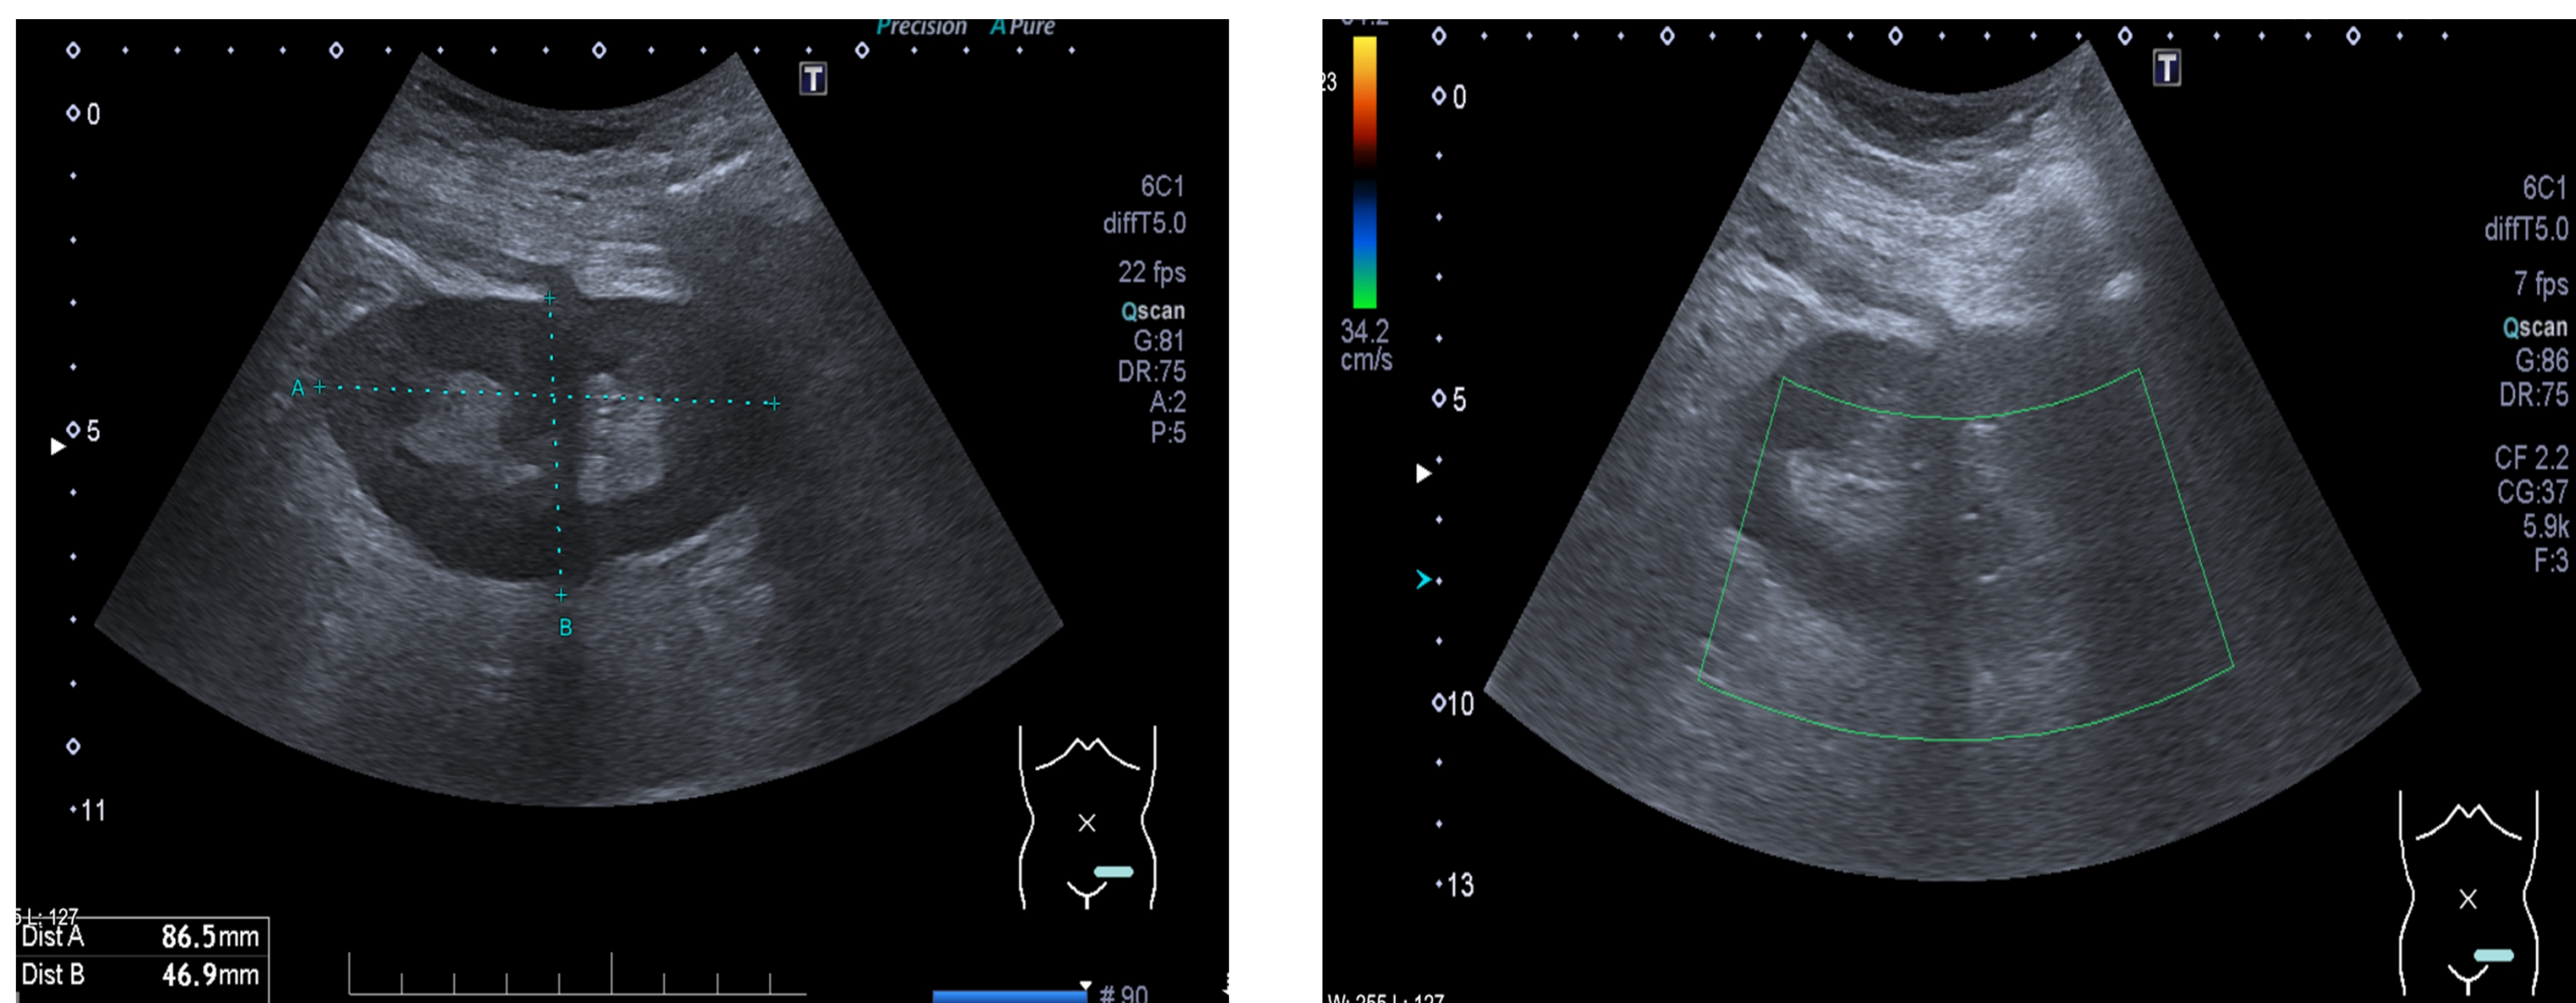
Ecografía. Injerto renal edematoso e hipoecoico. Ausencia de señal Doppler del injerto (arterial ni venosa).
